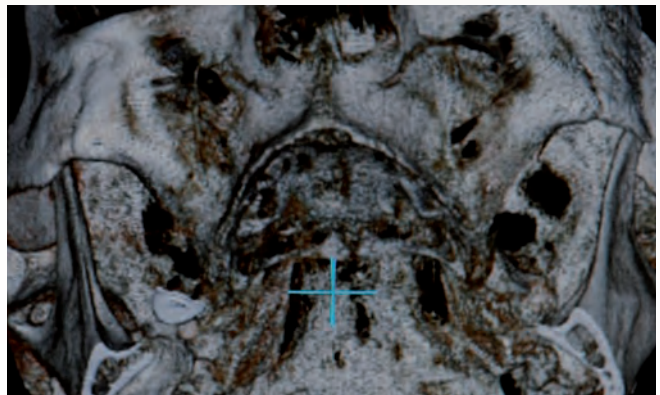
Cortes del TAC preoperatorio donde se objetiva la intensa atrofia en anchura.
